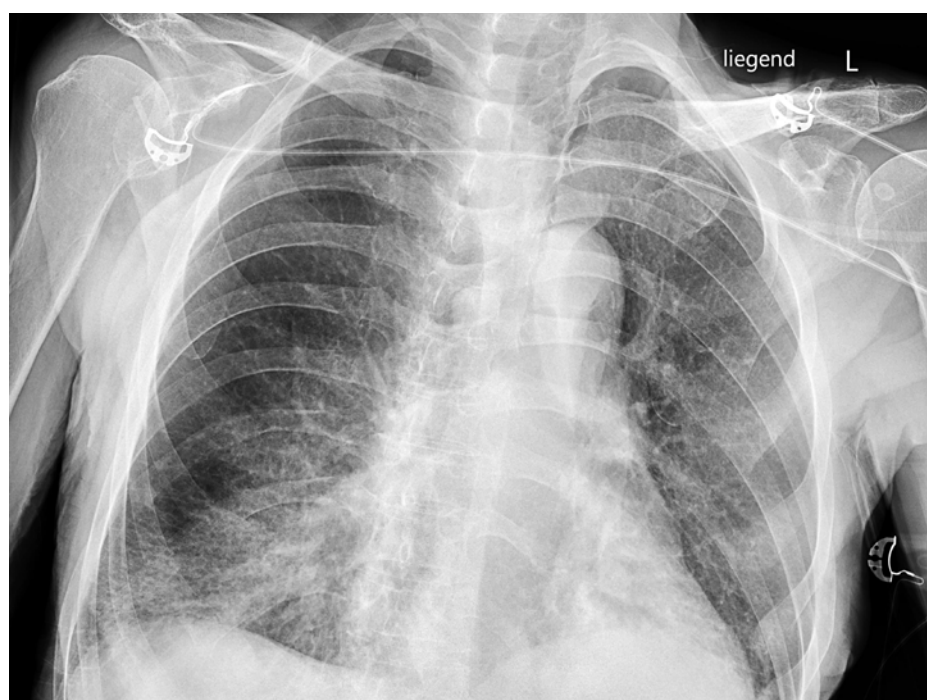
Röntgenbild des Thorax im Liegen, anterior-posteriorer Strahlengang. Aufnahme bei Eintritt mit Nachweis von Infiltraten in beiden Unterlappen.
